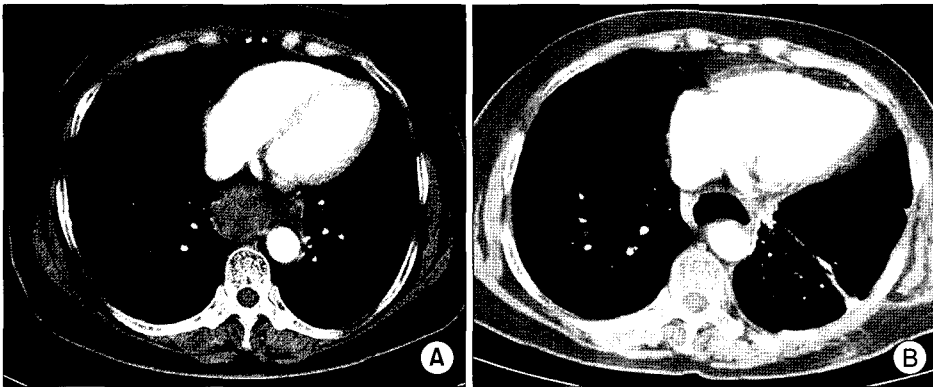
Chest CT: preoperative (A) and postoperative (B).
